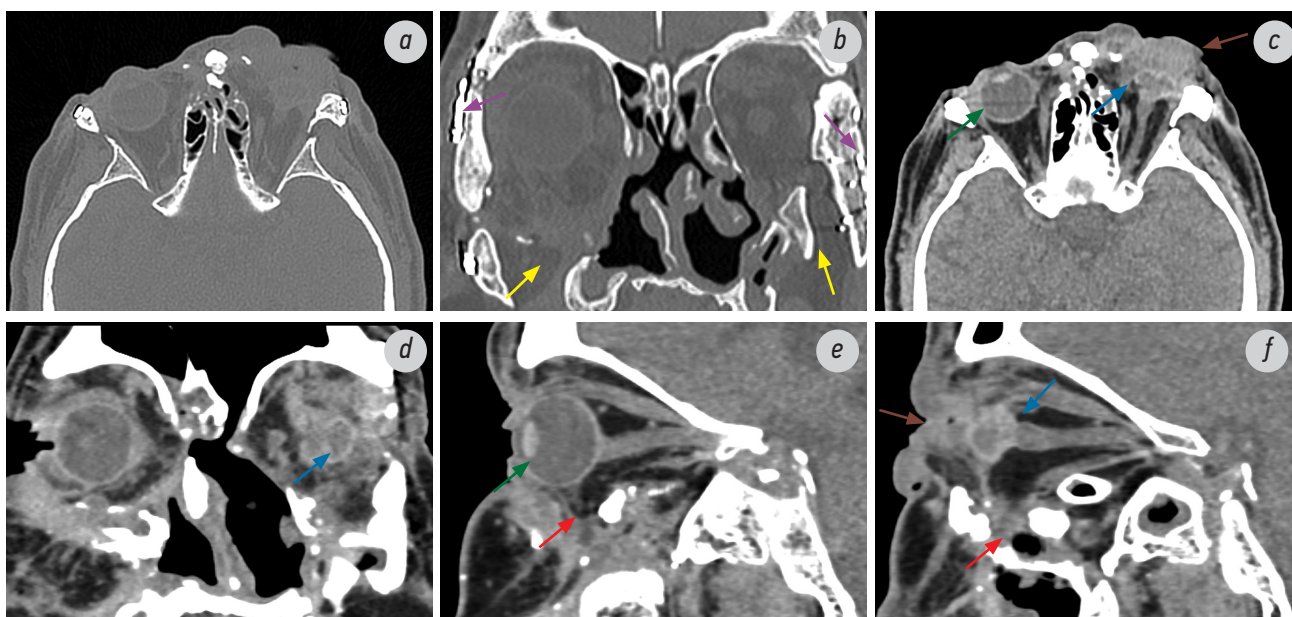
Мультиспиральная компьютерная томография. Состояние перед планируемым эндопротезированием левой орбиты: *a* — аксиальный срез, режим костного окна; *b* — корональный срез, режим костного окна; *c* — аксиальный срез, режим мягкотканного окна; *d* — корональный срез, режим мягкотканного окна; *e, f* — сагиттальный срез, режим мягкотканного окна. Визуализируются выраженные посттравматические деформации костей средней зоны лица, переломы всех стенок орбит (кроме верхних). В связи с тотальными переломами нижних стенок орбит (жёлтые стрелки), мягкотканное содержимое орбит пролабирует книзу в полость верхнечелюстных синусов (красные стрелки). Состояние после энуклеации левого глазного яблока: в полости левой орбиты определяется остаточная ткань глазного яблока (склера) для дальнейшего формирования опорно-двигательной культи (синяя стрелка). В области обеих скуловых костей и скулолобных швов определяются элементы металлоостеосинтеза (фиолетовая стрелка). Правое глазное яблоко сохранно, с округлыми чёткими контурами, неизменной формы, хрусталик визуализируется (зелёная стрелка). Отмечаются выраженные посттравматические деформации мягких тканей лица, в области периорбитальных тканей слева определяется увеличение объёма и уплотнение тканей (коричневая стрелка)
